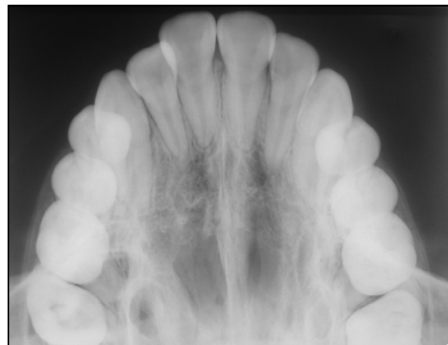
Radiografía Oclusal Superior
